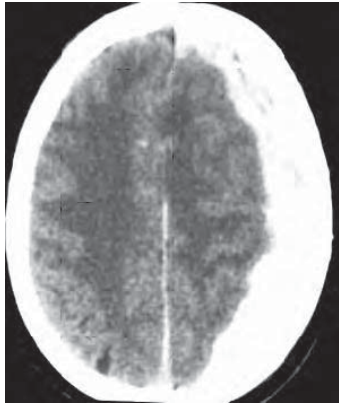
/4. TAC de cráneo. Hematoma subdural agudo.
